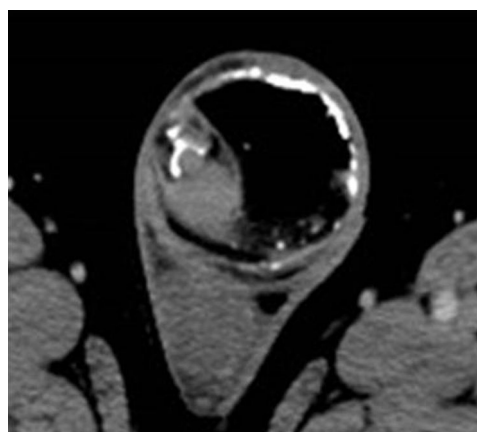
CT showed 7cm tumor in the left scrotum.
